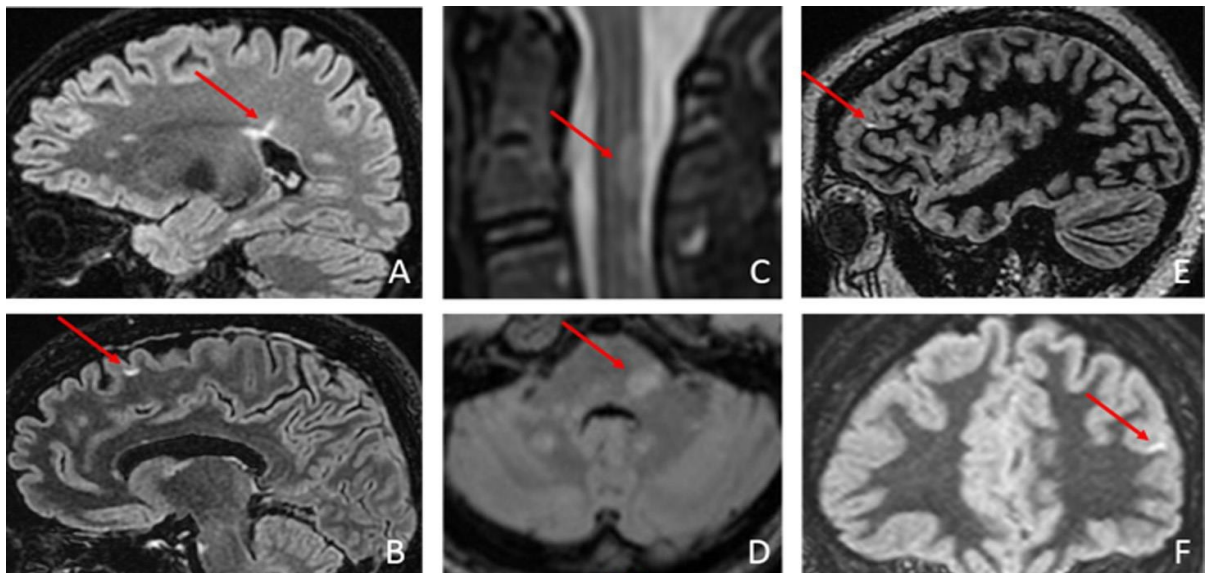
Exemples de lésions typiques de la sclérose en plaques en IRM, participant à démontrer une dissémination spatiale selon les critères de McDonald 2017.
